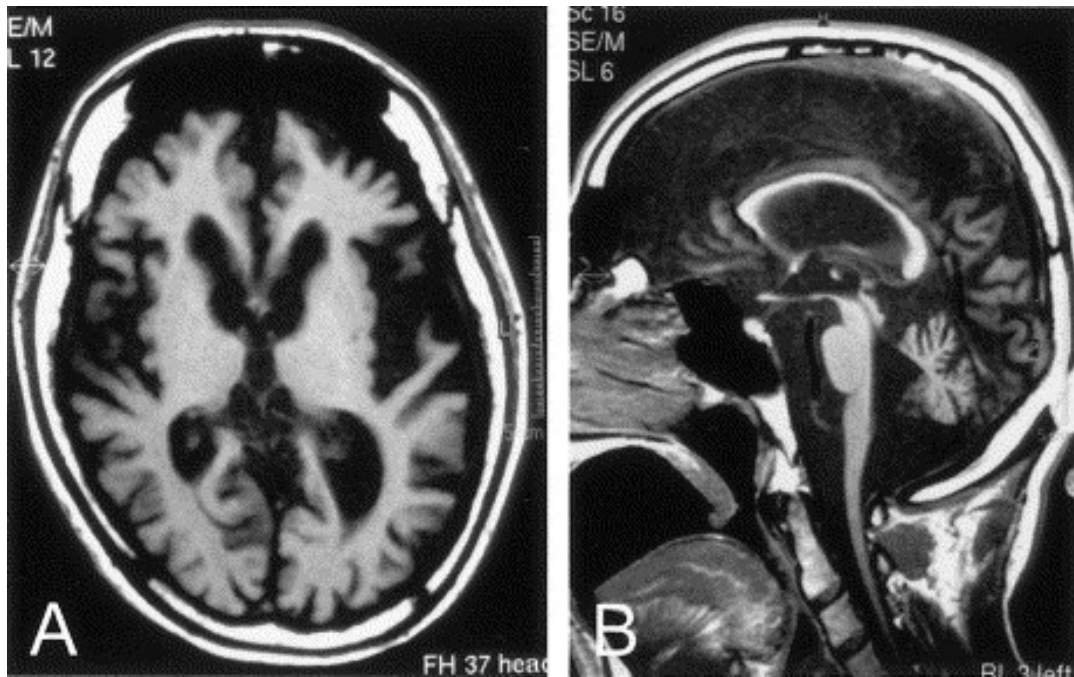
Photo (A) IRM cérébrale montrant l'atrophie du cortex cérébral et la dilatation des ventricules latéraux et le troisième ventricule. Photo (B) atrophie modérée du cortex cérébelleux et le tronc cérébral.[130]
